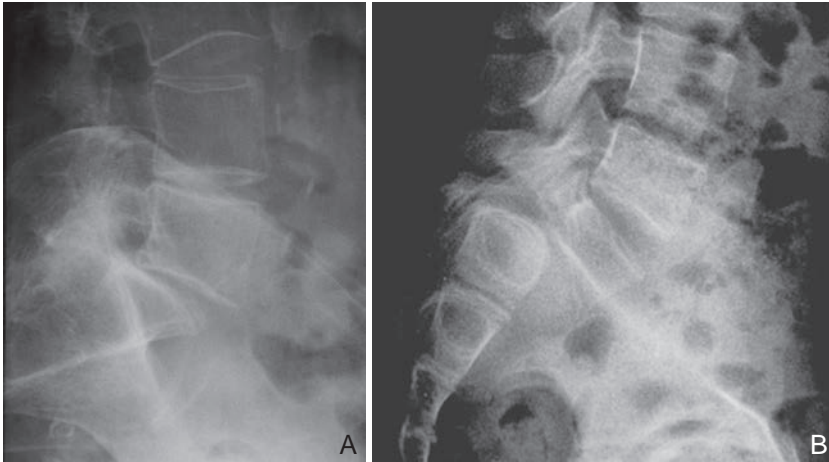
Radiographie de rachis lombaire de profil montrant un spondylolisthésis de stade 1 (A) et de stade 4+ (B).
